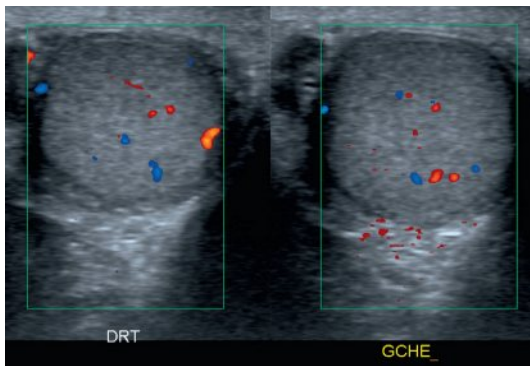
Testicule normal : Doppler couleur.
